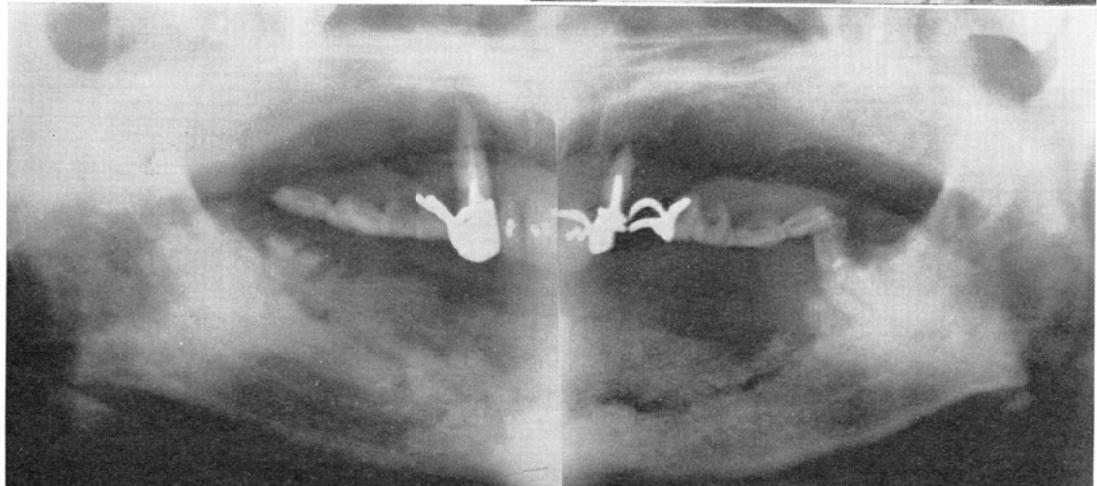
Bony exposure and the radiographic evidence of sequestrum formation. (26 months after the completion of irradiation)
